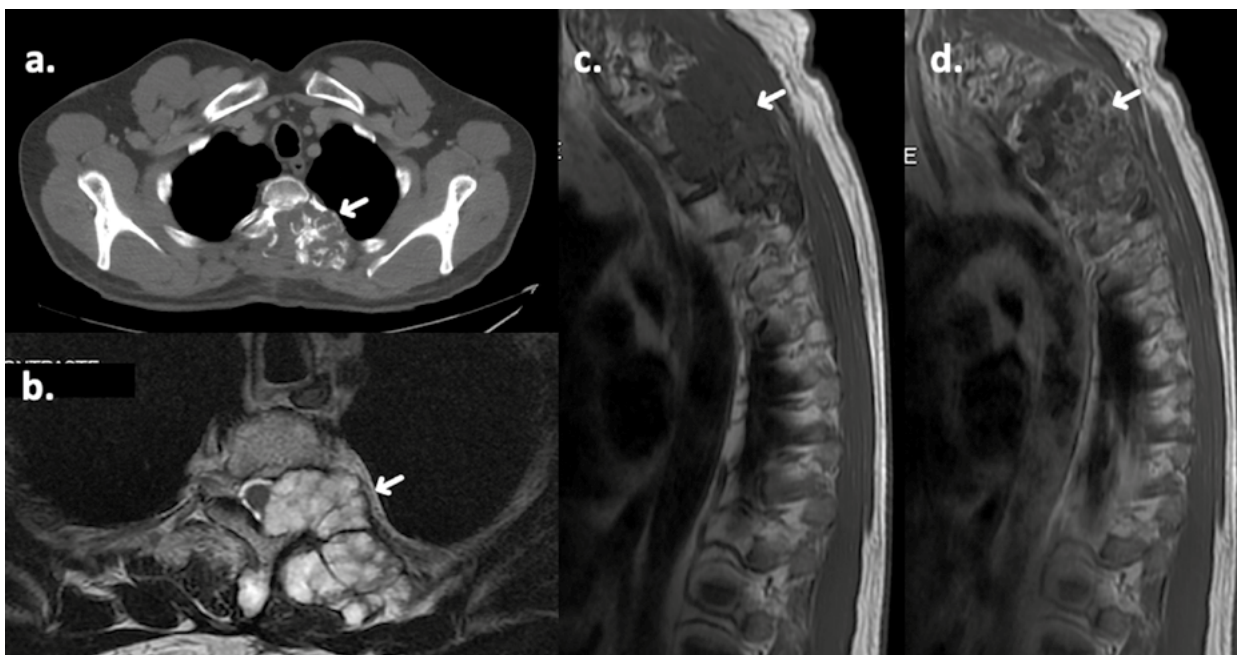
Condrosarcoma (flecha blanca) con epicentro en elementos posteriores izquierdos de cuerpo vertebral torácico. Lesión expansiva que destruye la cortical ósea (a. TAC axial), con extensión a los tejidos blandos paravertebrales y canal central con compresión del cordón medular (b. RM T2 axial). Es hipointensa en T1 (c) y realza heterogéneamente con el medio de contraste (d).
